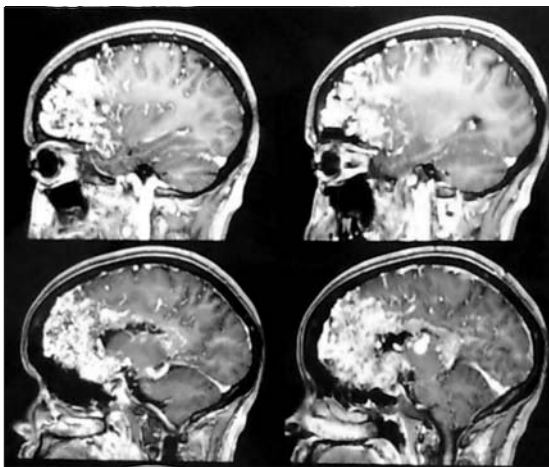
Gran MAV frontal en corte sagital de resonancia magnética nuclear.
